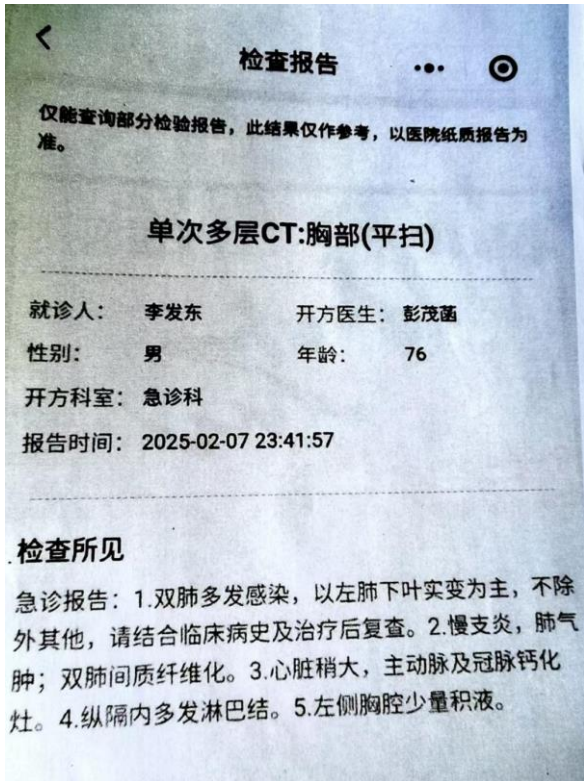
急诊时胸部 CT 平扫未见小细胞肺癌的检查报告。
